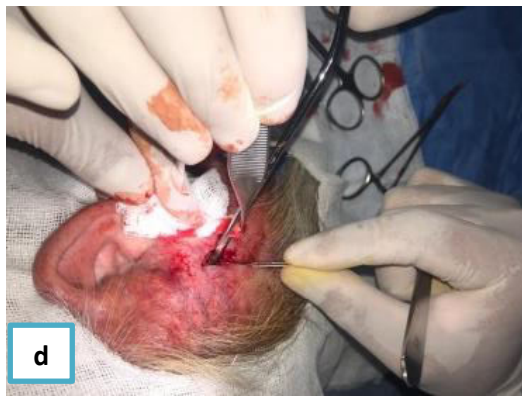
a) Aumento de volumen hemicara izquierda, vista lateral 3/4. b) Aumento de volumen hemicara izquierda, vista caudo-cefálica, c) cortes axiales de tomografía computarizada. d) Toma de biopsia incisional.
